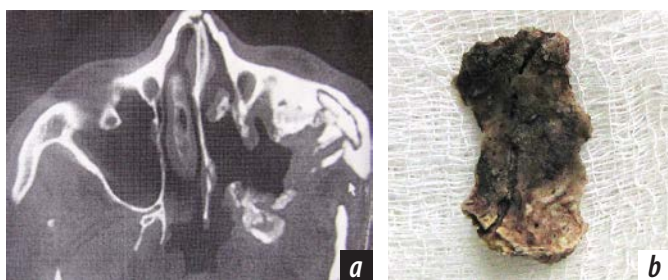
Больной О., 23 лет: а — поперечный срез мультиспиральной компьютерной томограммы. Признаки сформированного секвестра в области внутренней поверхности скуловой кости и остеонекроза крыловидного отростка клиновидной кости; б — секвестр скуловой кости после удаления доступом через верхнечелюстной синус
